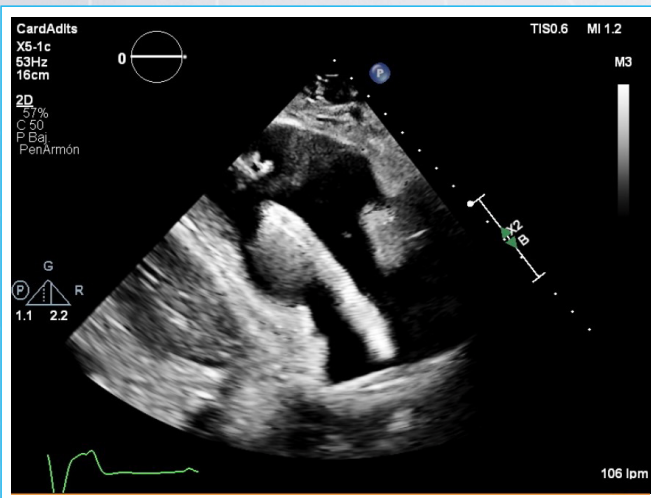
Ecocardiograma transtorácico. Vista eje largo paraesternal de tracto de entrada del ventrículo derecho. Se evidencia imagen hiperefringente lineal de aspecto tubular con longitud aproximada de 8 cm que se encuentra alojada en cavidades derechas.
